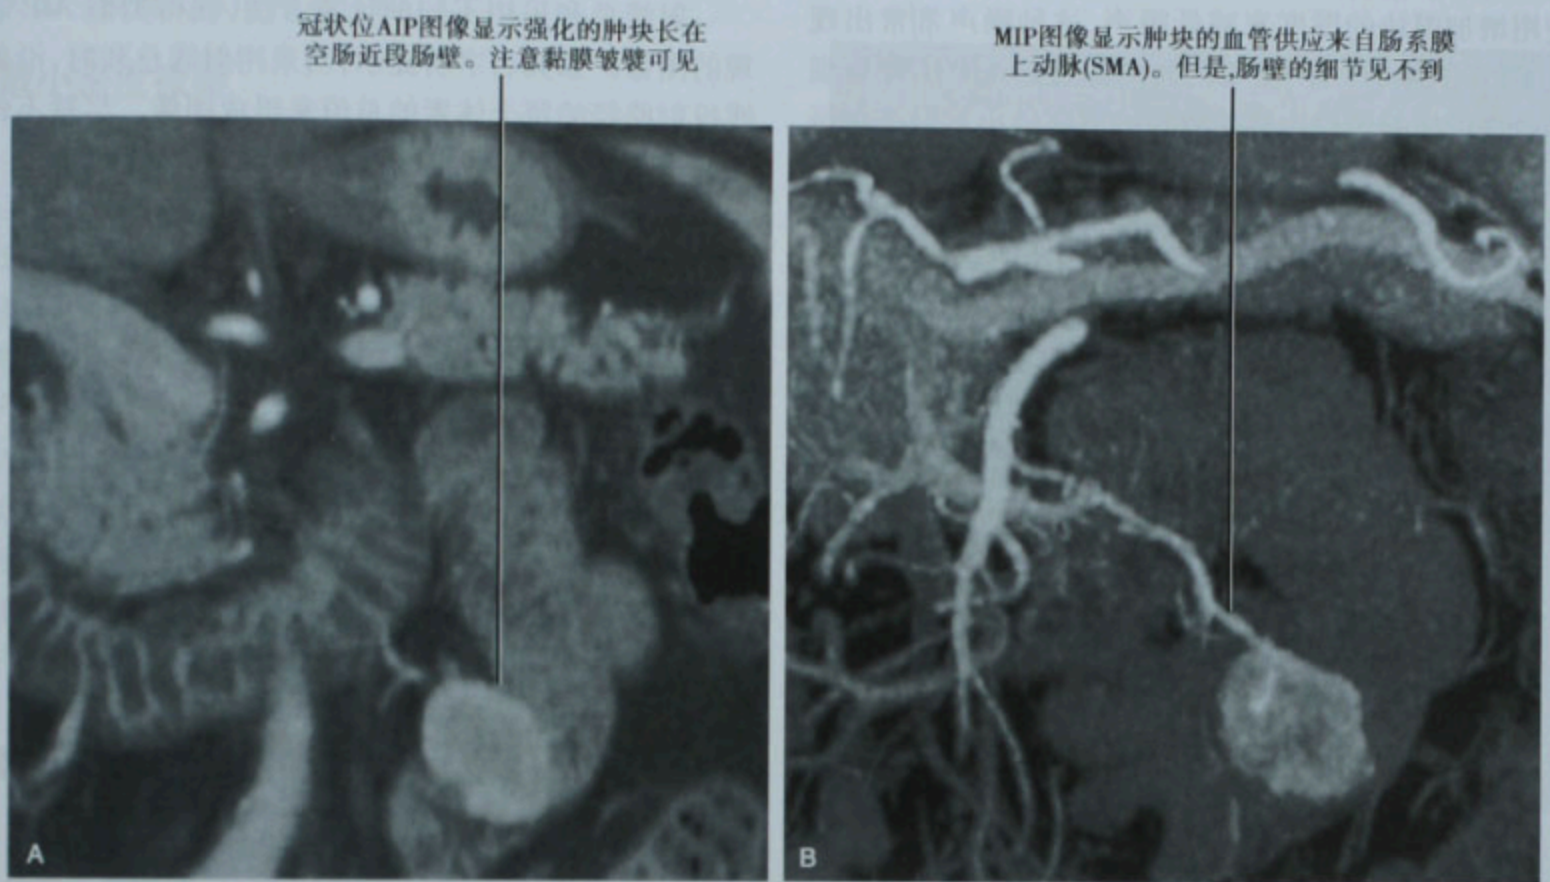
空肠肿物的冠状位 CT 图像,手术证实是胃肠道间质瘤。A. 平均密度投影(AIP);B. 最大密度投影(MIP)
